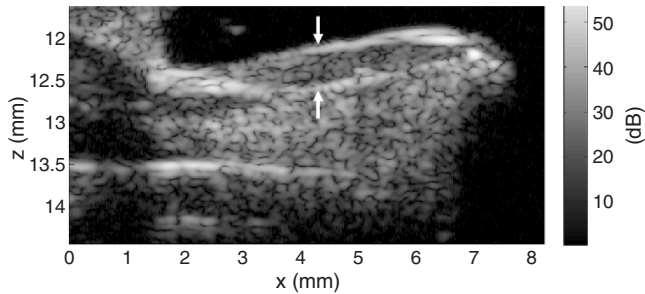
阿基里斯腱之高頻超音波 B 模式影像。箭頭為阿基里斯腱位置。
